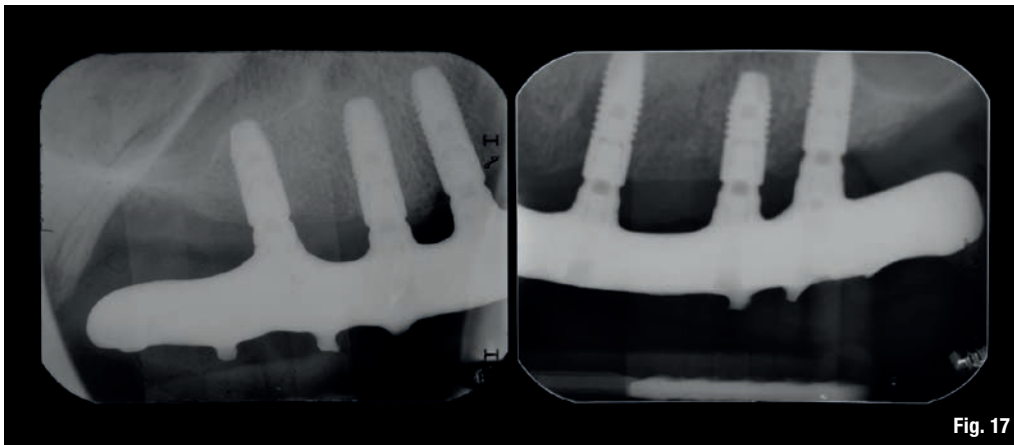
Radiografia periapicale che mostra il perfetto fissaggio del restauro.
